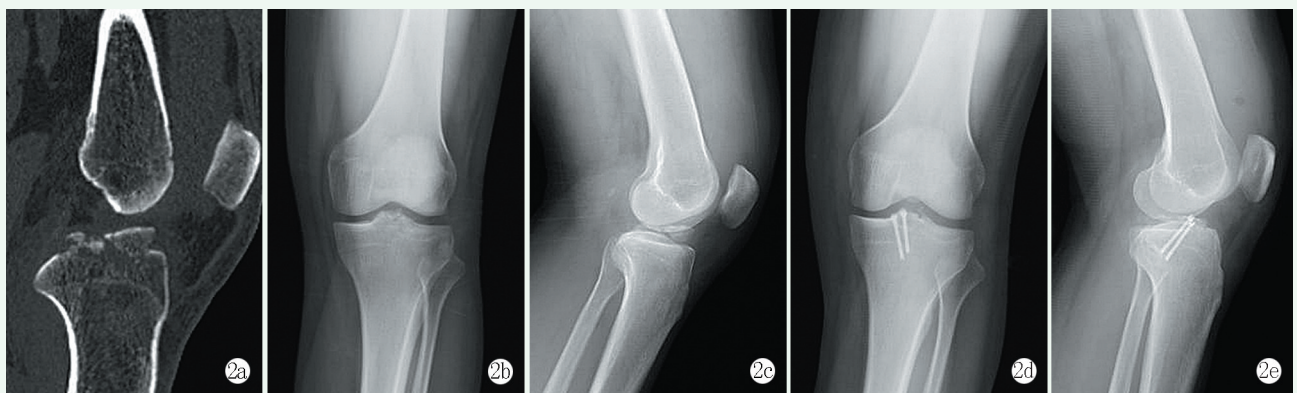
患者, 男, 35岁, 左膝关节 ACL 胫骨止点撕脱骨折, 行镜下空心螺钉固定术治疗 2a: 术前 CT 显示 ACL 胫骨止点撕脱骨折, 不伴有膝关节其他骨折 2b, 2c: 术前正侧位 X 线片示 ACL 胫骨止点撕脱骨折 2d, 2e: 术后 6 个月正侧位 X 线片示骨折线已模糊, 骨折愈合良好, 螺钉固定在位
